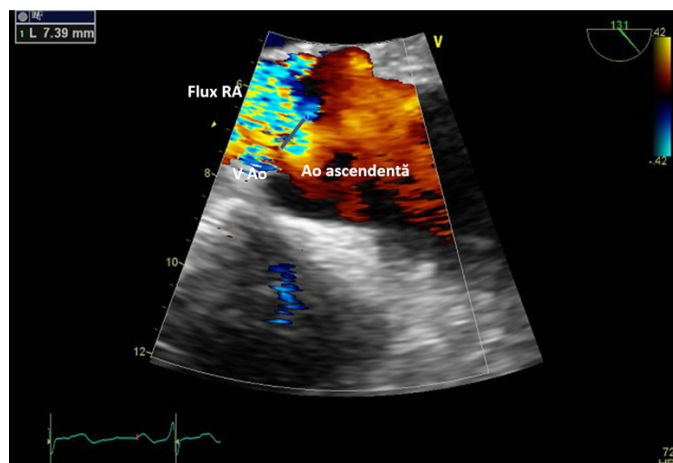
ETE, incidența 3 camere, cu suprapunerea Doppler-ului color la nivelul valvei aortice și zoom la acest nivel. Se decelează un flux retrograd turbulent, mozaicat, din aortă în VS, care ocupă tot tractul de ejeție VS, cu o vena contracta măsurată de 7,4 mm, valoare corespunzătoare unei regurgitări aortice severe. Ao- aortă, VA- valva aortică, RA- regurgitare aortică.
